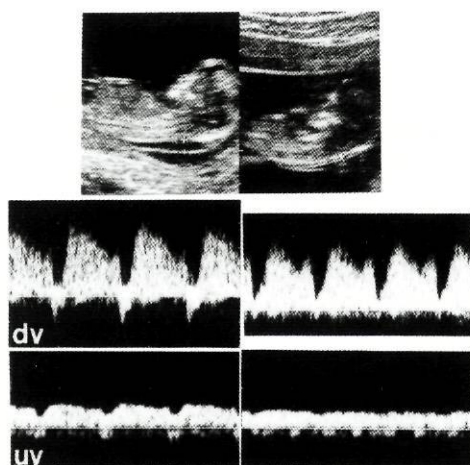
Gravidez gemelar monocoriônica biamniótica detectada às 12 semanas. Foi realizada a avaliação do valor de translucência da nuca (3,7/1,0 mm, respectivamente) e do padrão de fluxo no ducto venoso e veia umbilical por fluxometria Doppler em ambos os fetos. No feto que apresentava translucência da nuca aumentada (imagem da esquerda), verificou-se a existência de "onda" A invertida no ducto venoso (dv) e pulsatilidade dicrótica na veia umbilical (UV) (caso 3).
